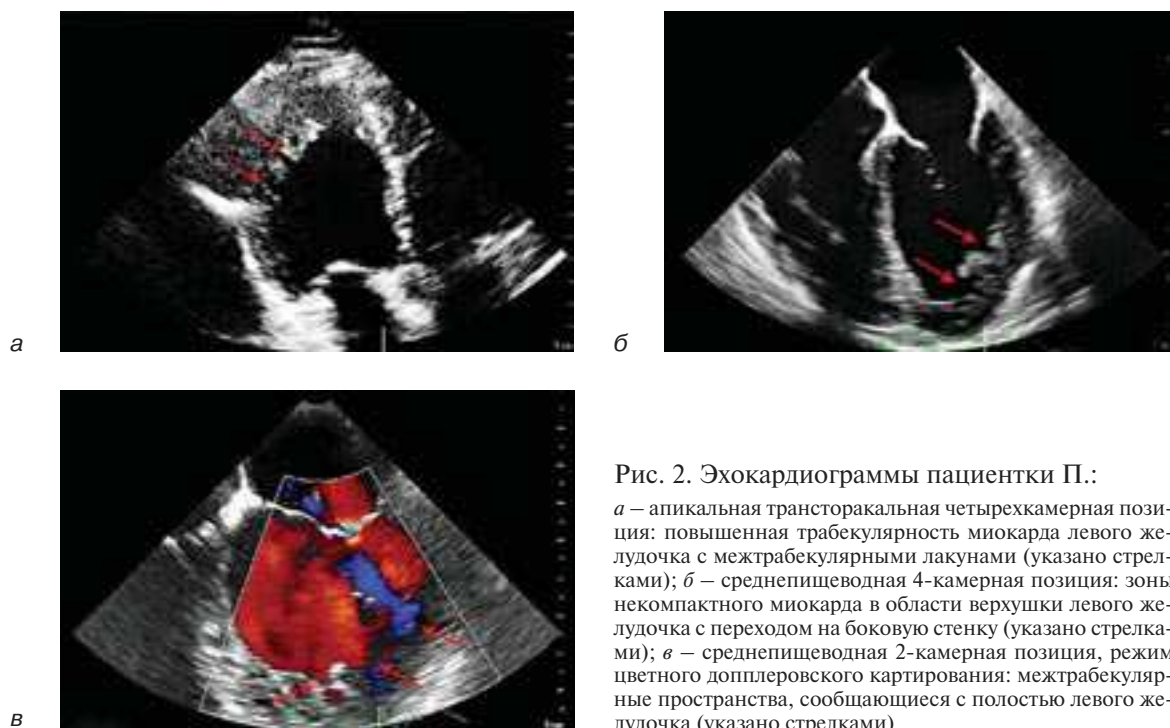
Эхокардиограммы пациентки П.:
